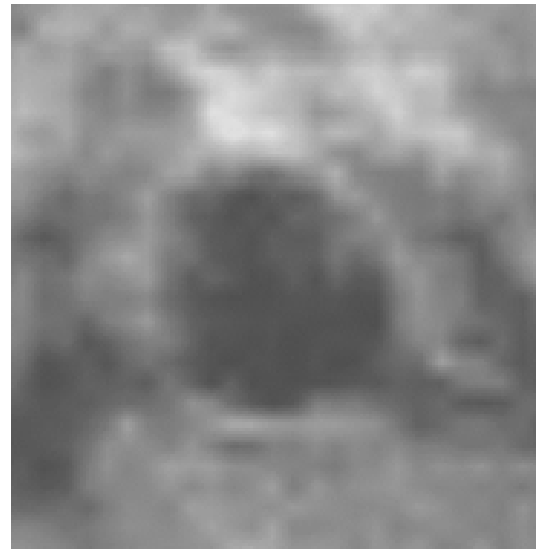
3T-MRIにより描出されたブタ頸動脈プラーク。
